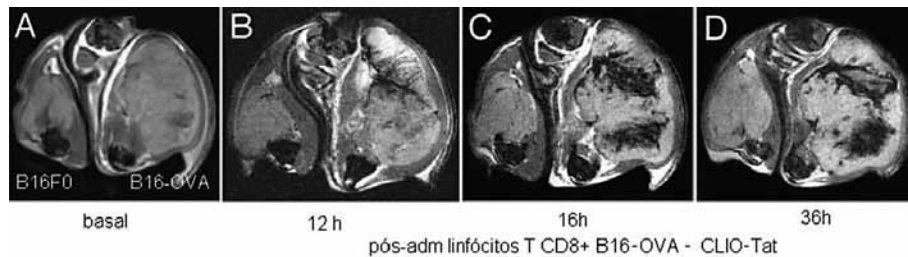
Imagens de RM de um camundongo inoculado na coxa direita com células da linhagem B16-OVA de melanoma e na coxa esquerda células da linhagem B16F0 de melanoma. Linfócitos T citotóxicos CD8+ sensibilizados contra a linhagem B16-OVA foram incubados com as partículas CLIO-Tat. Após a injeção deste material, as imagens seriadas mostraram o ataque dos linfócitos marcados apenas ao tumor da coxa direita, da linhagem B16-OVA.²⁷
